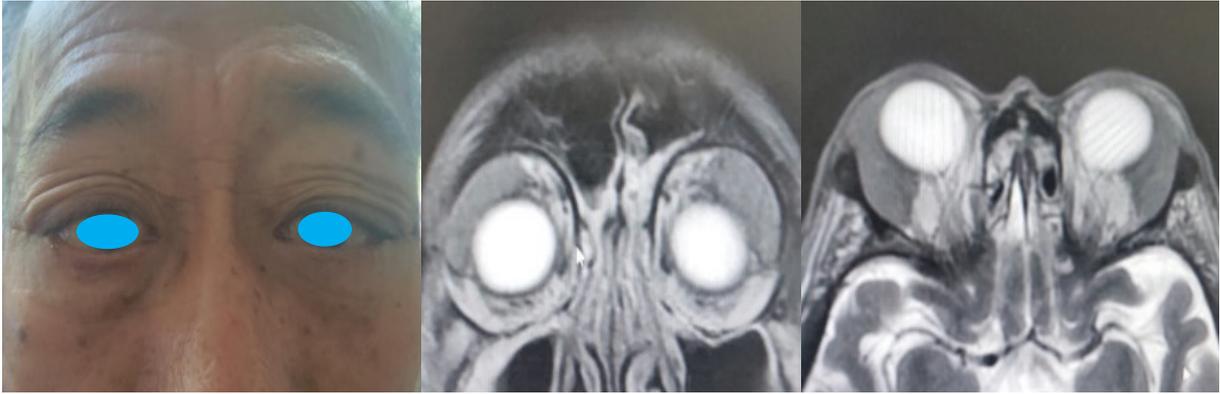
Внешний вид пациента. МРТ-картина орбиты сагиттальной проекции. МРТ-картина аксиальной проекции
